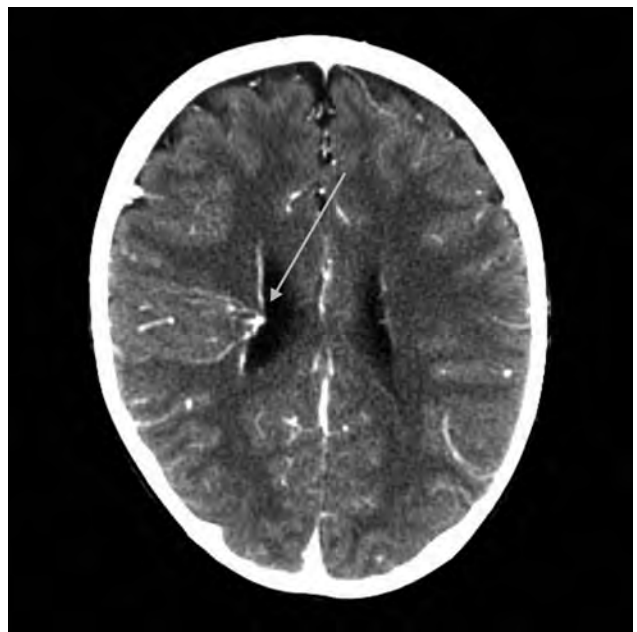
TK głowy po dożylnym podaniu środka kontrastowego, przekrój poprzeczny. DVA w obrębie wieńca promienistego prawej półkuli mózgu ze spływem do żył głębokich *Axial head CECT. DVA located in corona radiata of the right brain hemisphere with drainage to the deep cerebral veins.*
